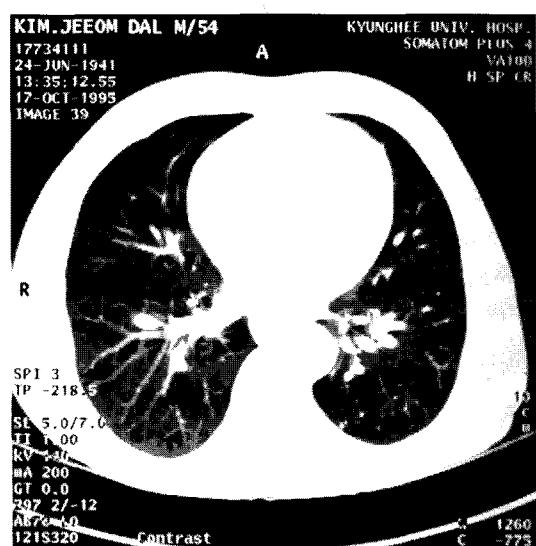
Chest CT on October, 1995 shows no mass or cavitary lesion in the same area.
